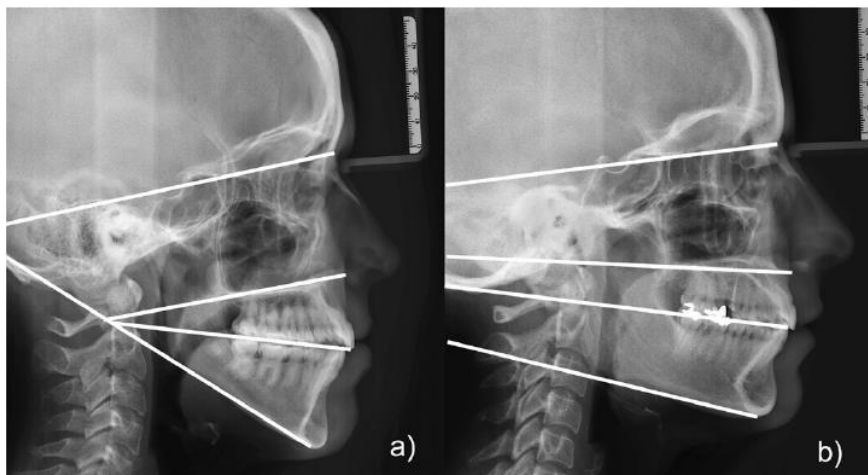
Biotipo facial. Telerradiografías correspondientes a individuos: a) dolicofacial y b) braquifacial. Fuente: Cerda et al.(47)
